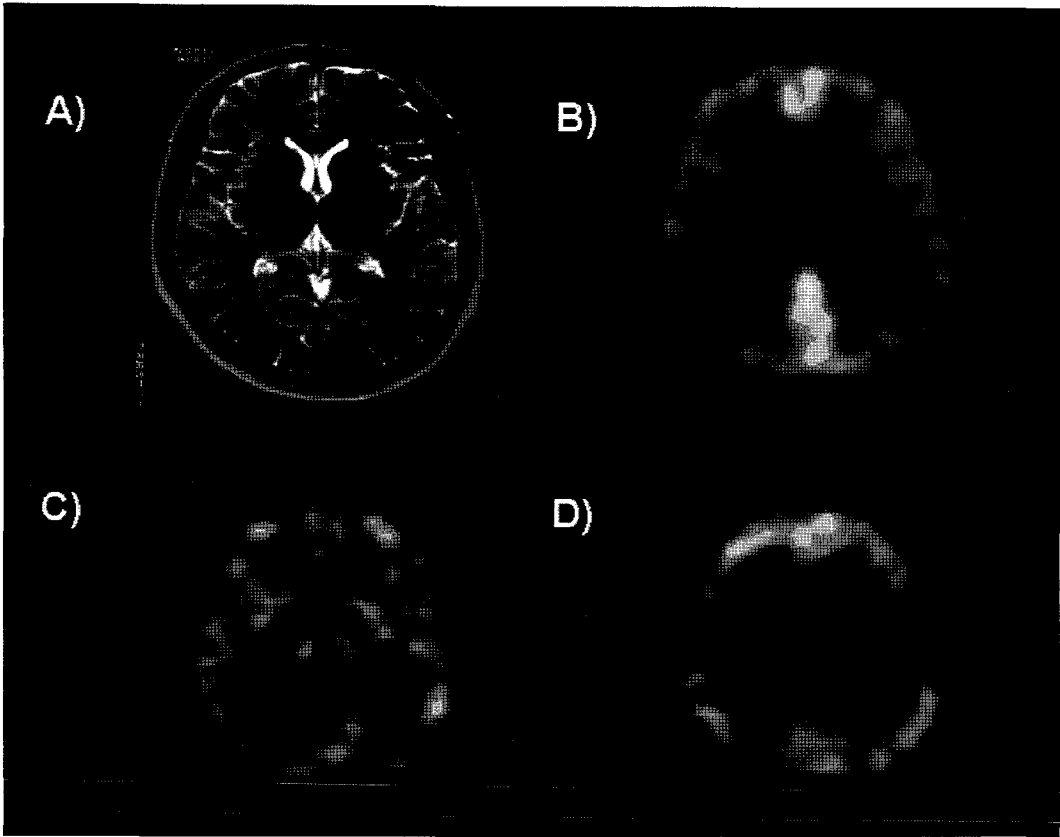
Patient 6. 44-year-old woman showed initial motion arrest and tonic movement of both upper extremities. Confusional state and aphasia continued for 1 or 3 days and recovered completely after 2 or 3 days. A) MRI does not show any abnormal findings. B) F-18-FDG PET also shows no abnormal findings. SPECT scan was done C) interictal state and D) during complex partial status. Hyperperfusion is seen in both frontal lobes. Ictal and invasive EEG showed ictal discharge on left occipital lobe and left occipital lobectomy was done and seizure free state was achieved.
